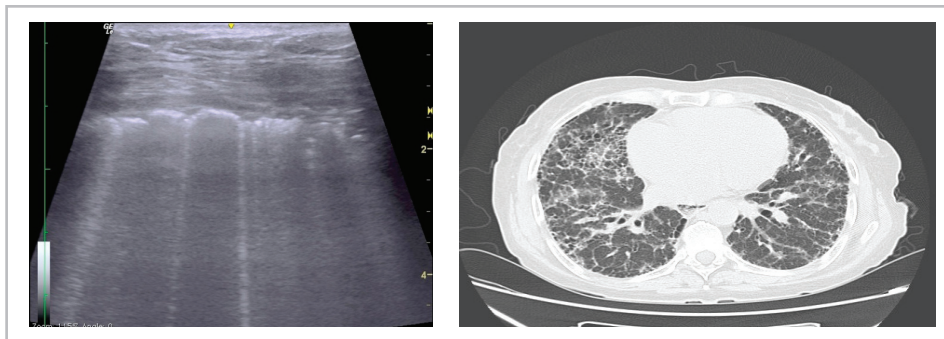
A. Paciente con enfermedad pulmonar intersticial; ecografía pleural de tamización con líneas b; B: Tomografía que muestra enfermedad intersticial.
